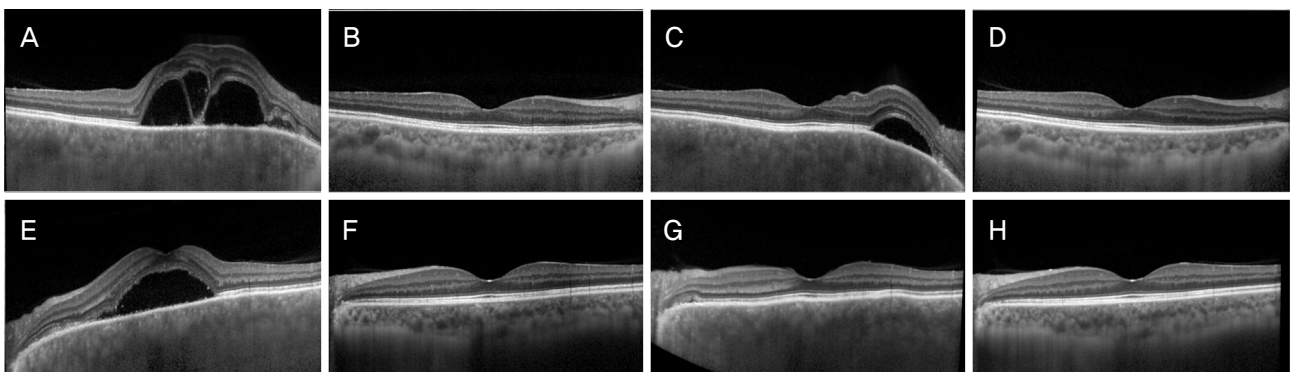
Optical coherence tomography (OCT) serial images obtained from case 1 of recurrent group. Left column (A-D) was OCT images of right eye, right column (E-H) was OCT images of left eye. (A, E) Serous retinal fluid (SRF) and choroidal thickening was observed at pretreatment state in both eyes. (B, F) SRF was subsided and choroidal thickness was decreased after high-dose intravenous steroid treatment. (C, G) SRF was recurred at perifoveal area during oral steroid tapering in right eye. The patient was treated with increased dose of oral steroid, oral immunosuppressant, and sub-tenon injection of triamcinolone. (D, H) SRF was completely absorbed after 24 weeks of steroid treatment.
